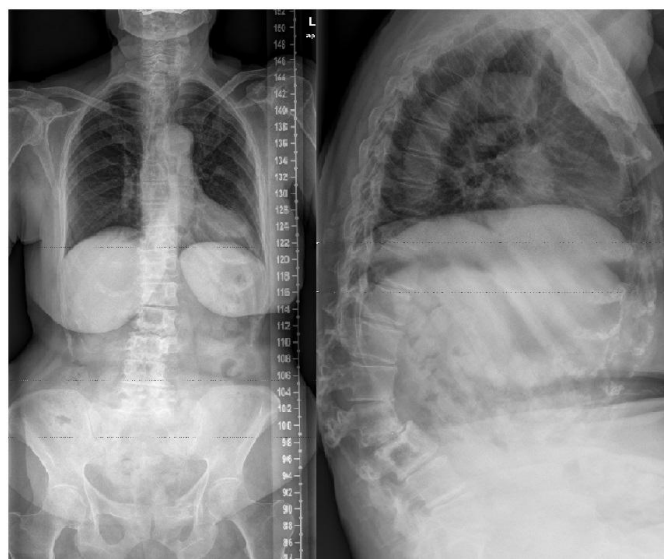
Radiografías de columna anteroposterior y lateral, preoperatorias.
